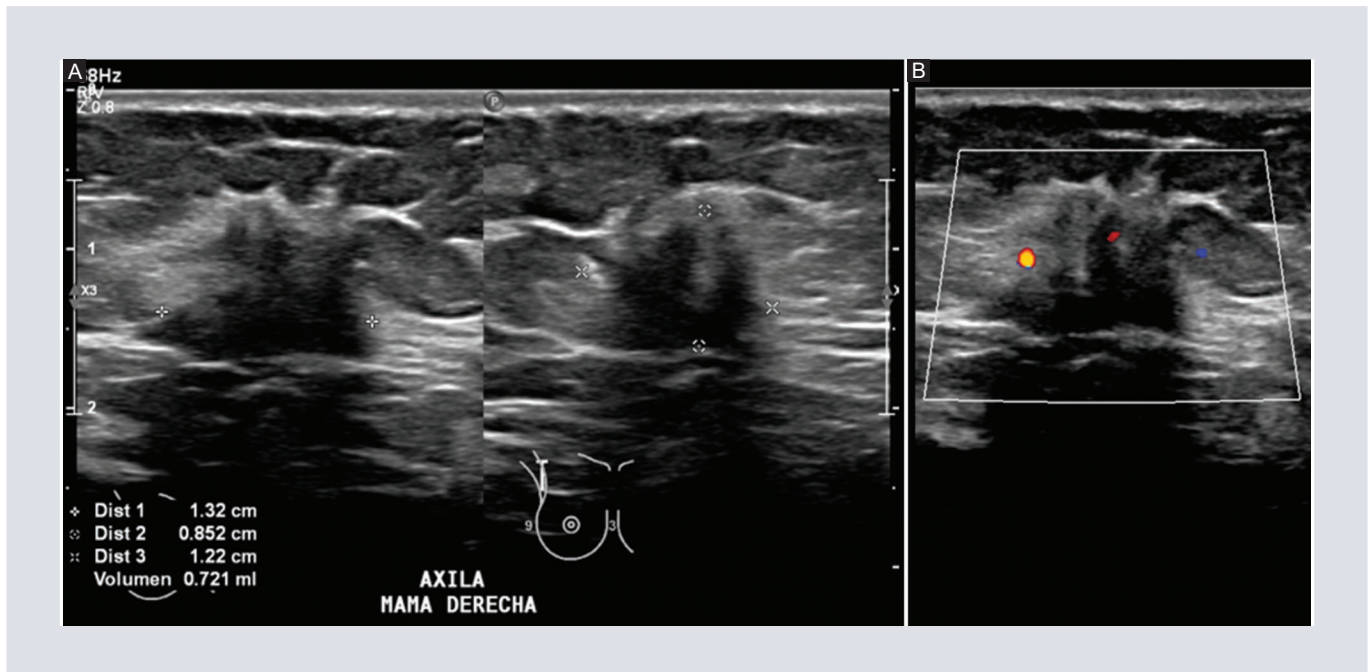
Complementary US of the site of interest. A: with the presence of a non-circumscribed, irregular and spiculated nodule associated with posterior acoustic shadowing. B: peripheral vascularity on color Doppler assessment.
